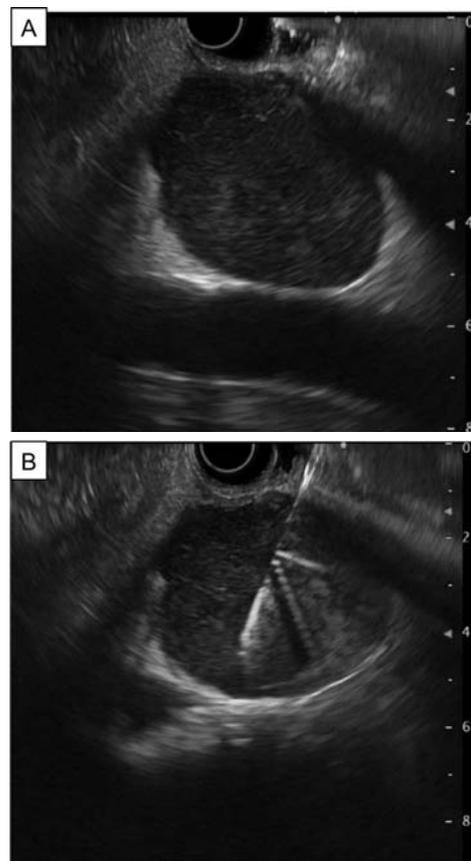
US image. (A): Endoscopic ultrasound image showed a well-defined hypoechoic mass, abutting the wall of the second duodenum. (B): EUS-FNA for the lymphadenopathy with 22 gauge needle.
